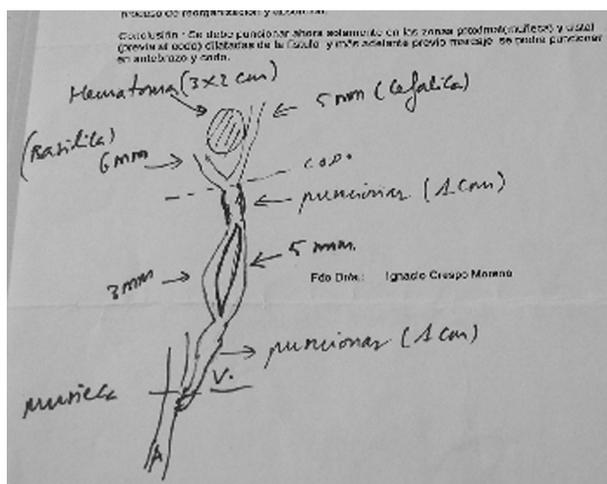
Informe Eco-doppler ante disfunción acceso vascular
